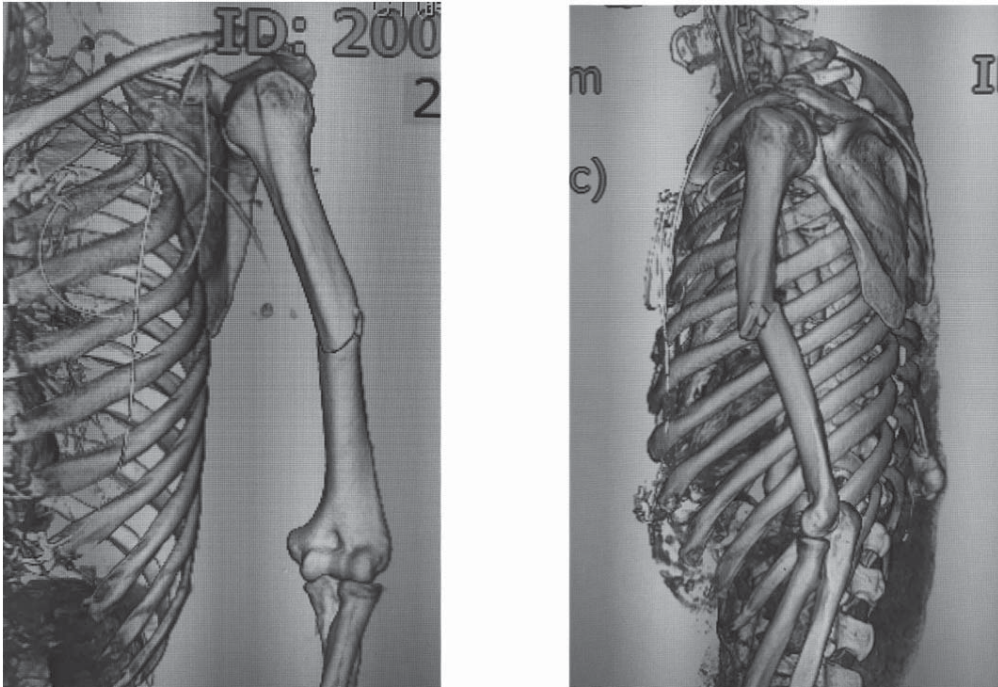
Three-dimensional computed tomographic image of a humerus shaft fracture
